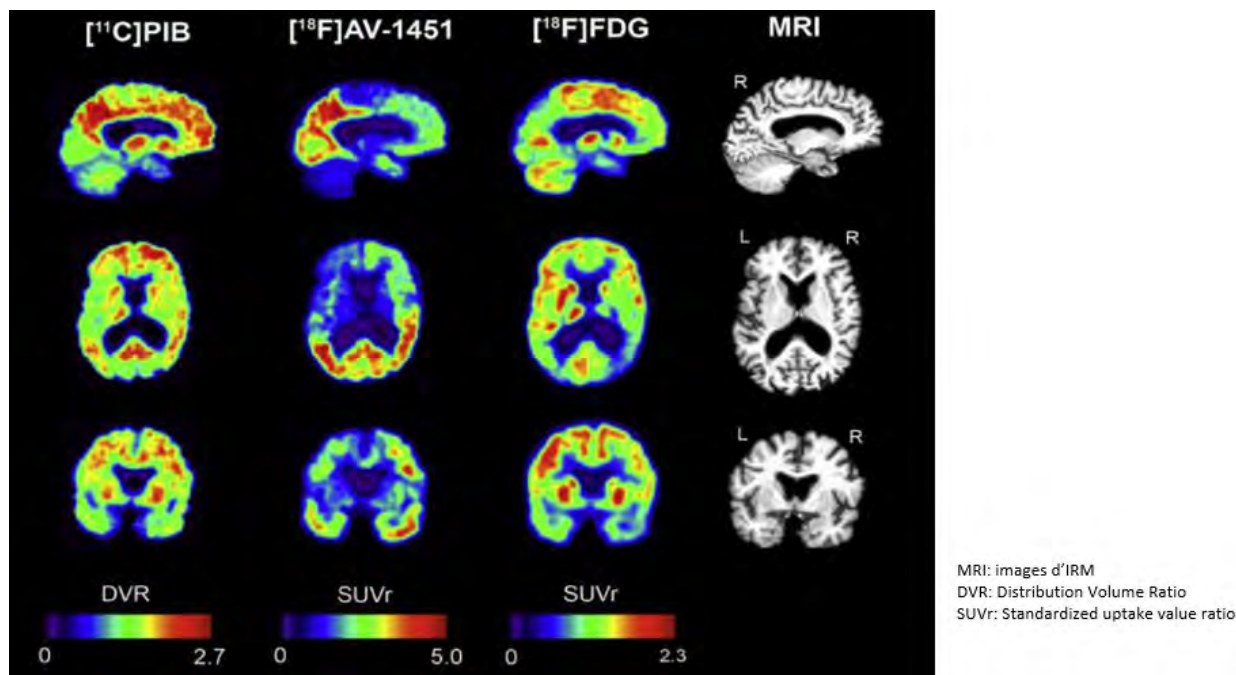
Relation entre plaques amyloïdes (^{11}C]PIB), métabolisme (^{18}F]FDG) et DNF (^{18}F]AV-1451) chez un patient avec une forte probabilité d'être atteint de la MA
